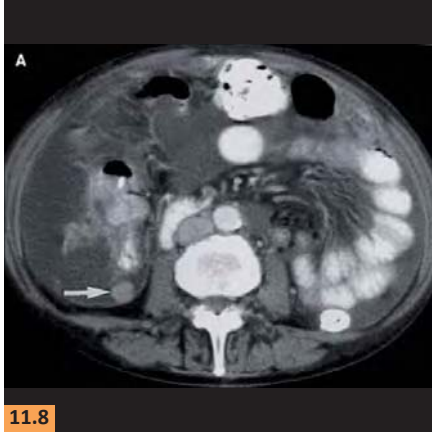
Implantes peritoneales y ascitis. Tomografía computada de abdomen-pelvis.
